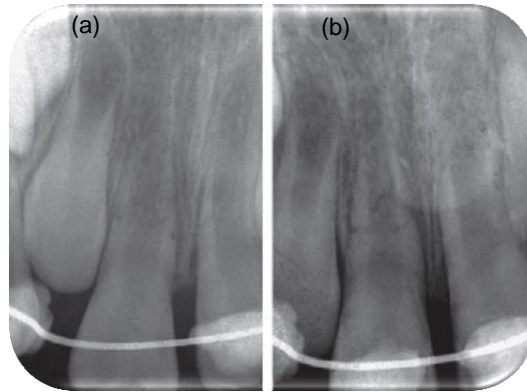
Radiografía periapical 2 (a) y 3 (b) meses después haber sido ferulizado.¹⁶
